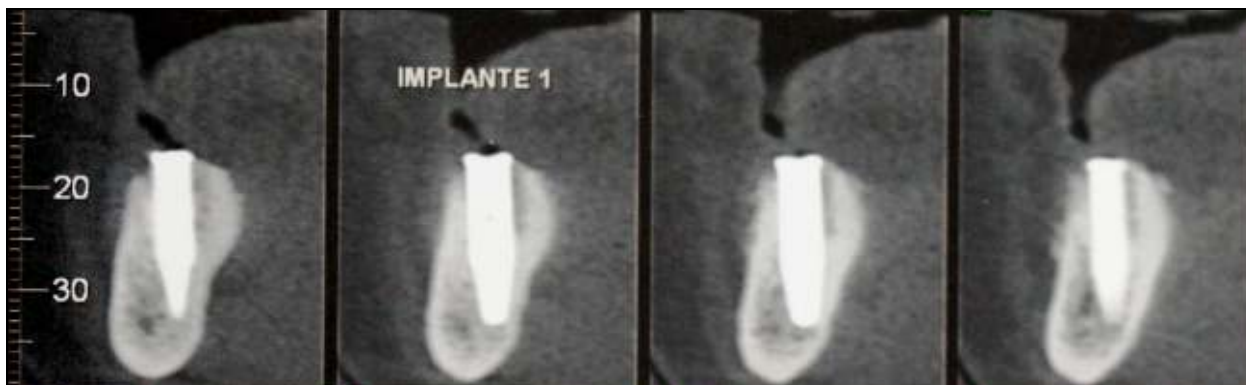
Preenchimento ósseo na parede vestibular do implante 44, visto por tomografia volumétrica cone-beam após 95 dias.
